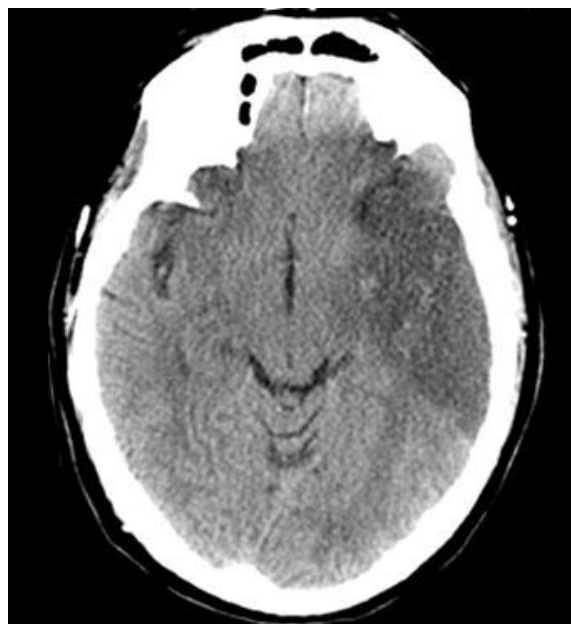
Tomografía axial computarizada, en la cual se muestra área de infarto cerebral, por posible fenómeno cardioembólico debido al mixoma.
